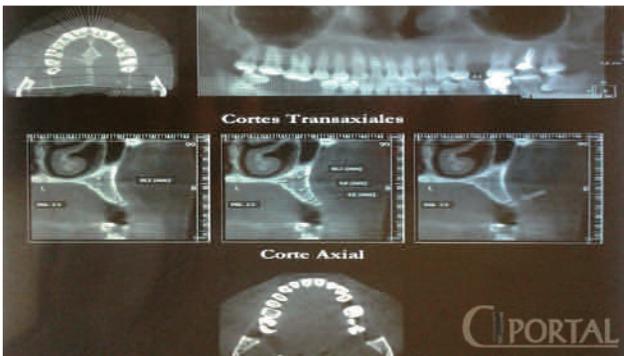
Se observa mejor la área receptora del implante en los cortes de la TAC. Se evidencia buena espesura y altura ósea.
